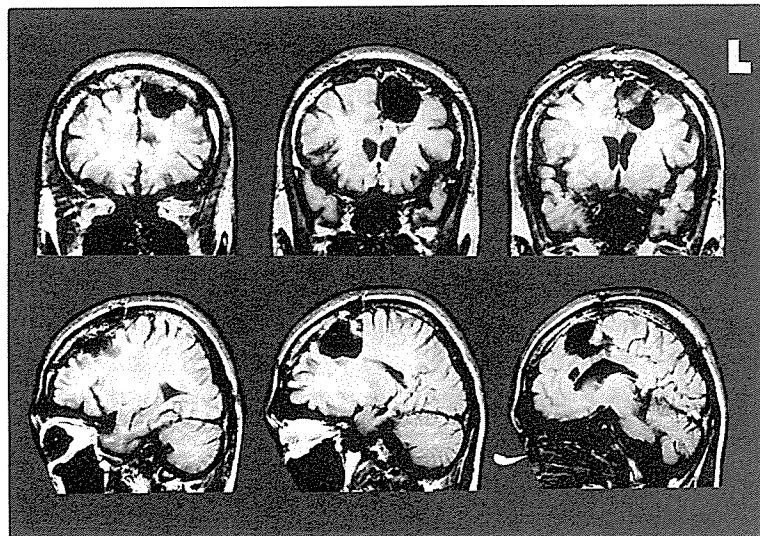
MRI scan : coronal (the top line) and sagittal (the bottom line) T1 weighted images
